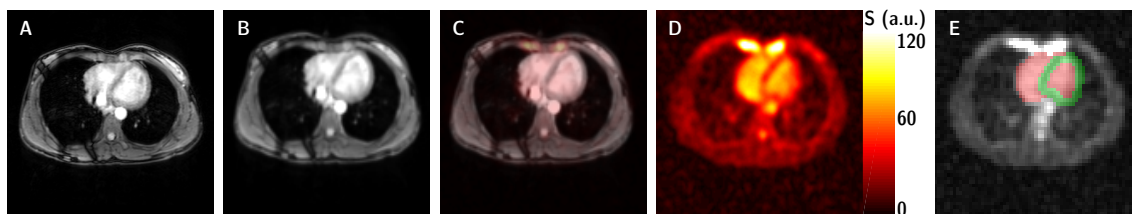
Hochaufgelöste ^1H -MRT Bilder ($(\Delta x)^3 = (1\text{ mm})^3$) dienen zur anatomischen Bestimmung des Myokards und des Blutvolumens im Herz (A). ^1H -MRT-Daten wurden auf ^{23}Na -MRT-Daten registriert (B: ^1H nach Registrierung, C: Fusion von ^1H - und ^{23}Na -Daten, D: ^{23}Na -MRT-Daten) und darauf binäre Masken (Blutvolumen rot, Muskelvolumen grün) segmentiert (E). Die Abbildung ist reproduziert von [Lott et al., 2019] mit freundlicher Genehmigung von *John Wiley and Sons*, Lizenznr. 4775340334895, 24.02.2020.
